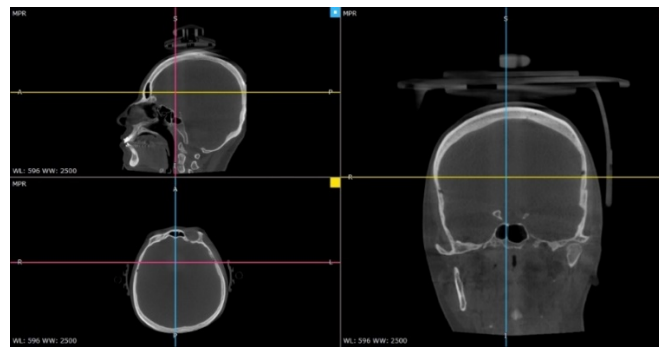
Первичные данные КЛКТ, полученные из рентгенлаборатории
